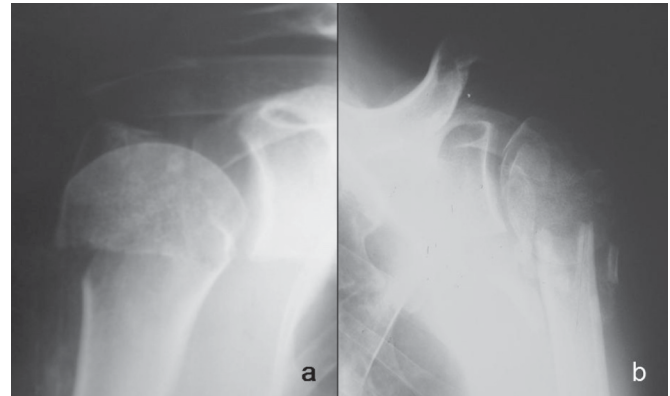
a) Radiografia de frente do ombro direito mostrando ausência de desvio da cortical medial; b) Radiografia de frente do ombro esquerdo mostrando presença de desvio da cortical medial.
